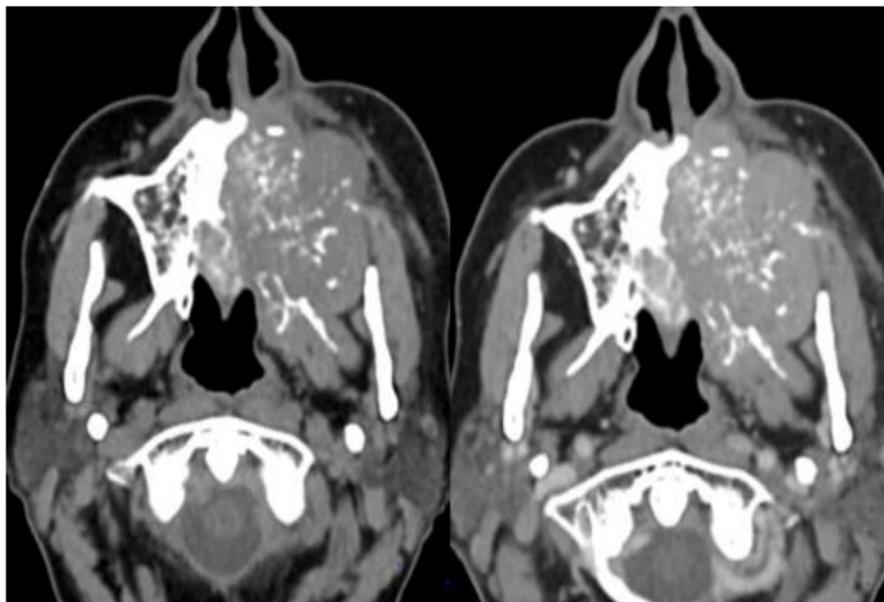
TAC axial sin y tras la administración de contraste nos muestra discreto realce de la lesión. Carcinoma escamoso no queratinizante
